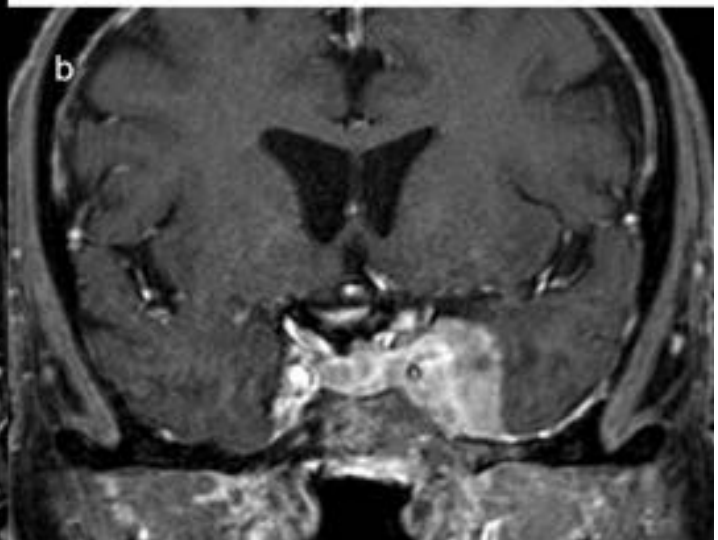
Fig.17:RM axial:T2-FSE (a) y T1 con CIV (b): tumoración en el seno cavernoso que engloba la carótida interna y que invade el la órbita izquierda a través de la hendidura esfenoïdal (ápex orbitario). Tras la administración de contraste se puede apreciar la “cola dural”. La lesión corresponde con un meningioma.
